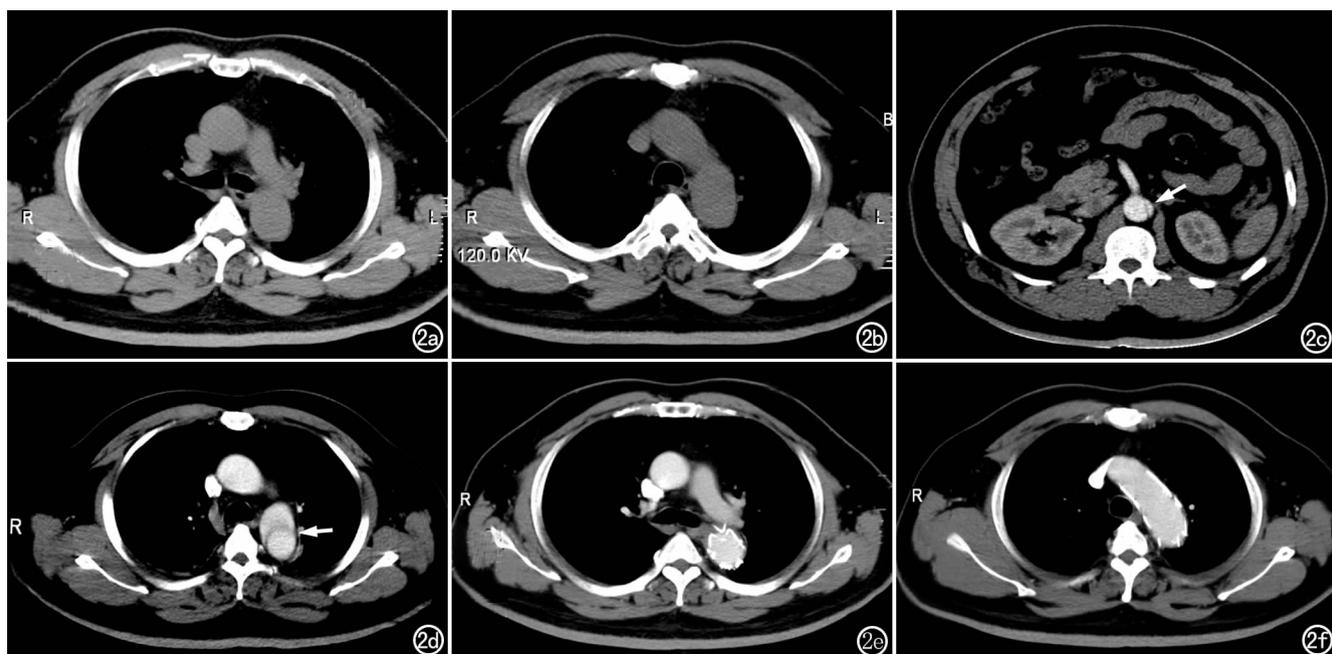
病例2,男,38岁,摔伤。a、b) CT平扫检查左锁骨下动脉开口以远层面降主动脉管腔增宽; c) CT增强扫描腹腔干层面,显示主动脉呈双腔改变(箭),中心以弧形低密度撕脱内膜片分隔; d) CT增强扫描主动脉弓下方层面示降主动脉呈双腔改变,靠近后胸壁侧为真腔(箭); e) 支架置入术后主-肺动脉窗层面,示主动脉内植入支架,支架内通畅; f) 支架置入术后主动脉弓层面,示主动脉内血流通畅。
